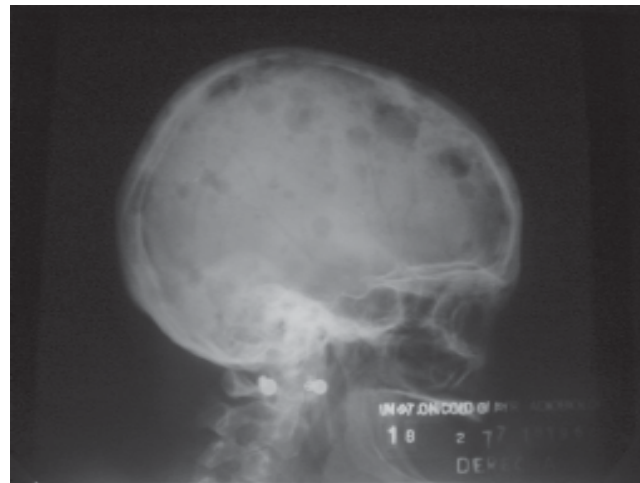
Radiografía lateral del cráneo que muestra múltiples metástasis en la bóveda.
